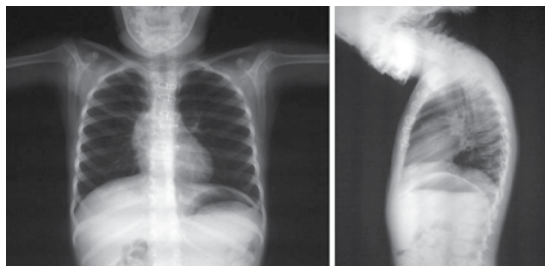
Radiografía postoperatoria simple posteroanterior y lateral izquierda de tórax.
